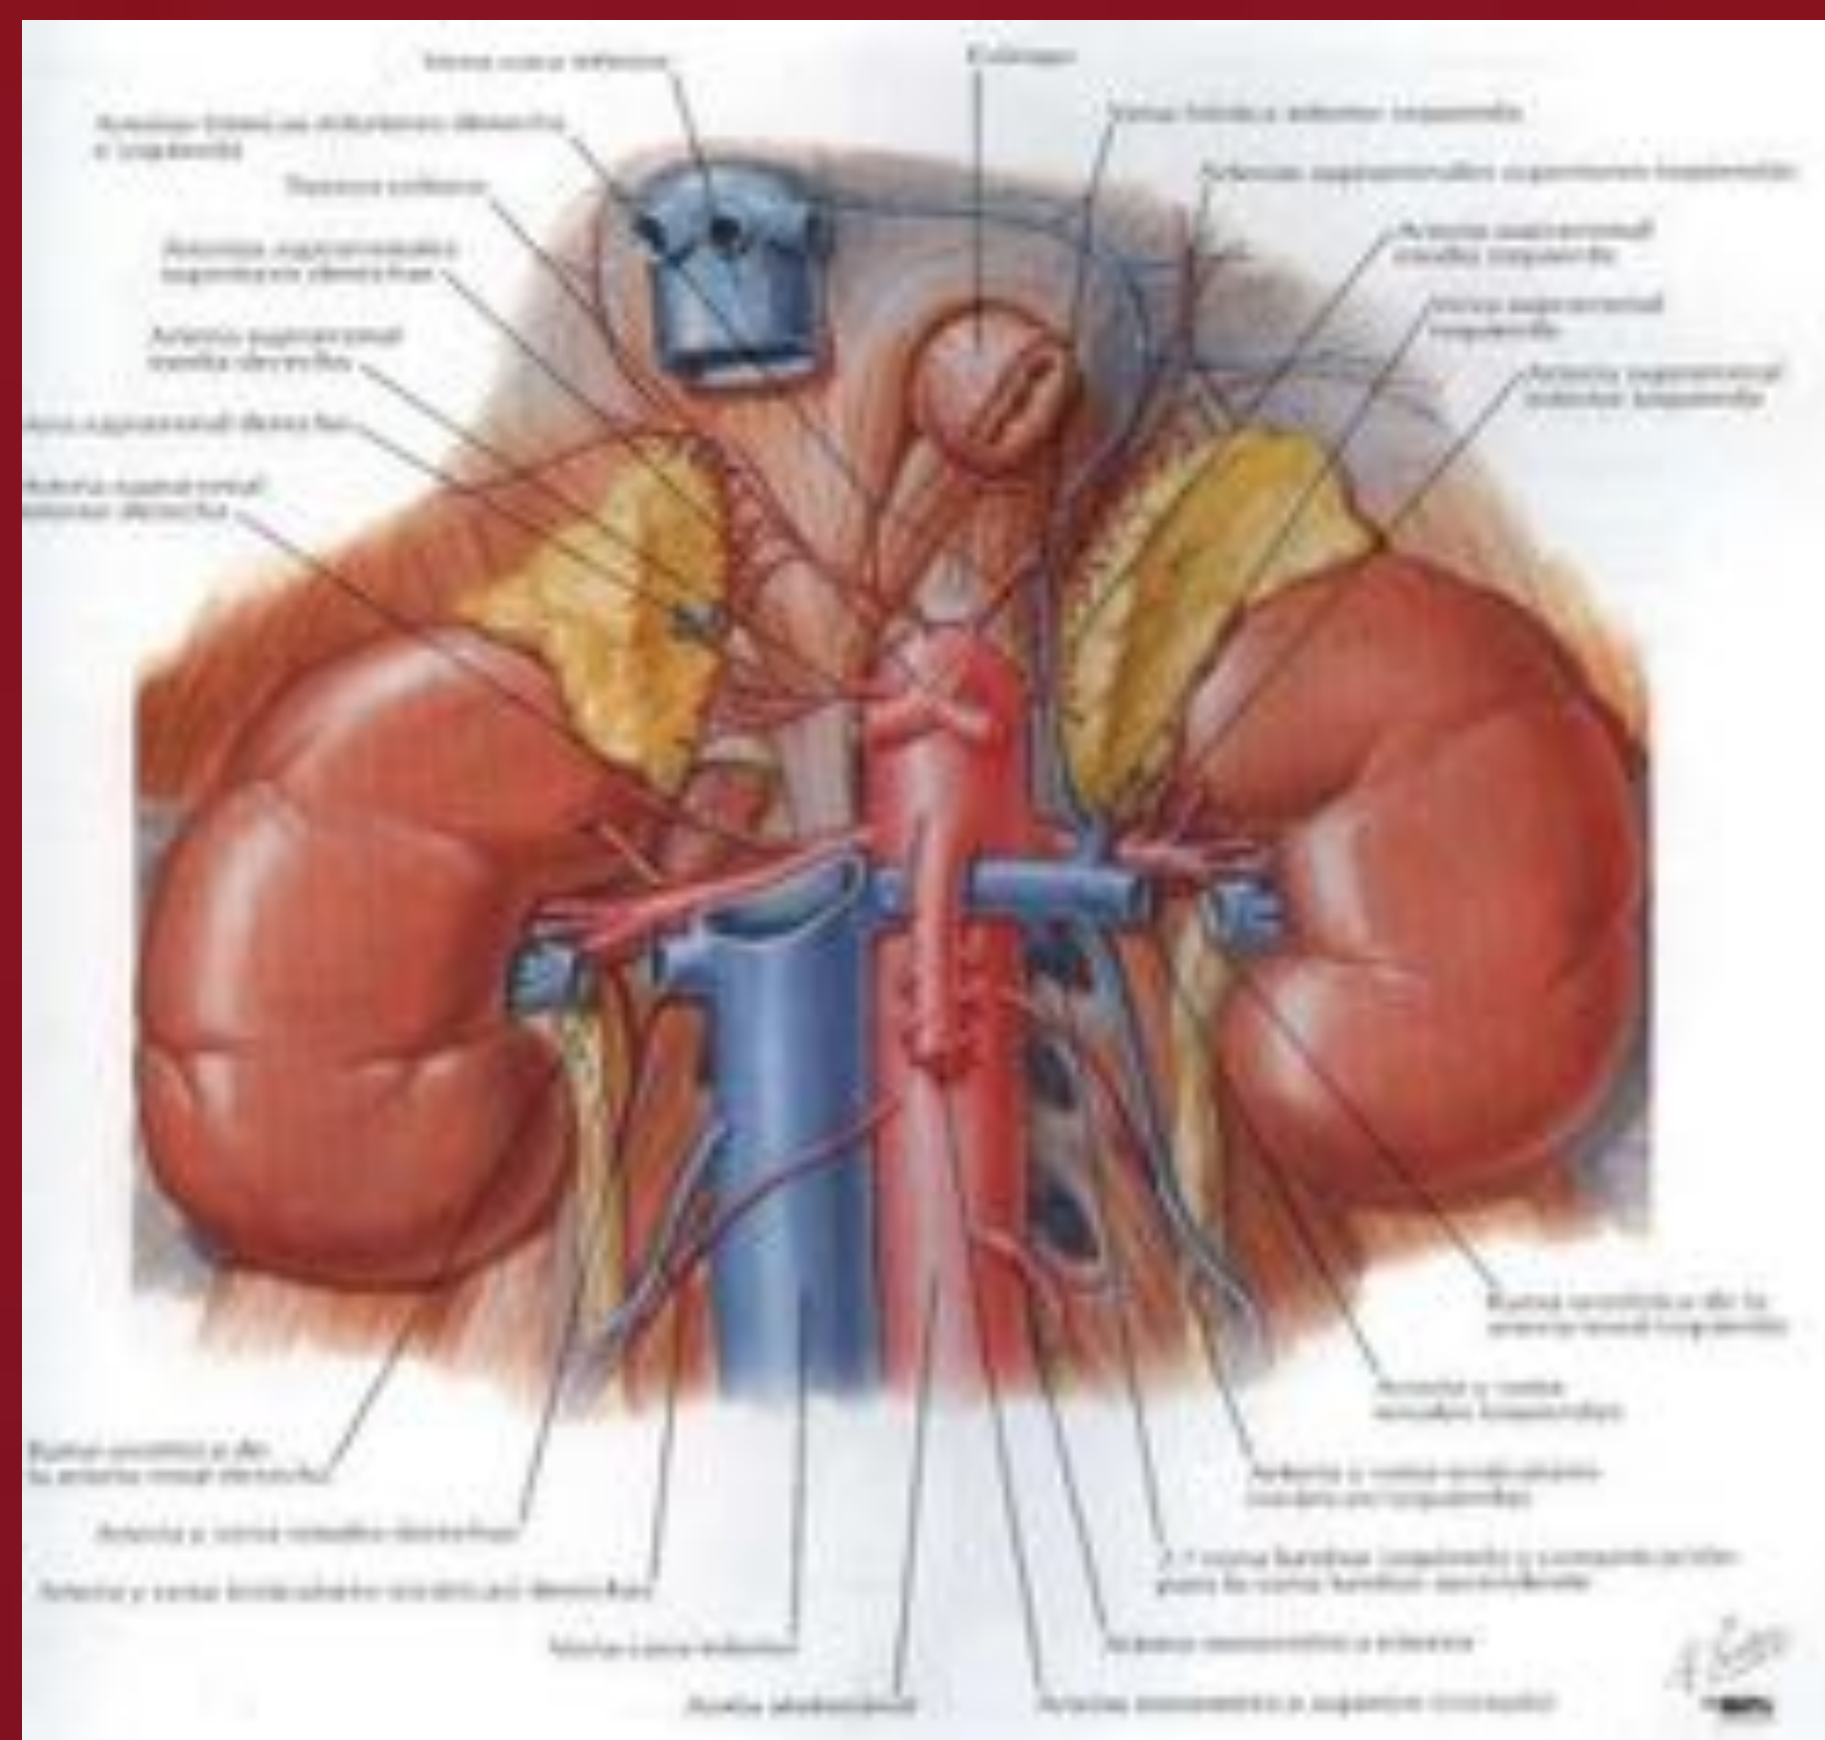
Vascularización renal. Referencias: (1a) Netter FH. Atlas de Anatomía Humana. Ed. Masson. 2001. Lámina 314; (1b) TC abdominal, imagen coronal con reconstrucción MIP en fase arterial, meses después de sufrir infarto renal derecho con asimetría de tamaño renal, atrofia de origen vascular del riñón derecho con repermeabilización parcial. Referencias: Servicio de Radiodiagnóstico. Hospital Universitario de Guadalajara.
